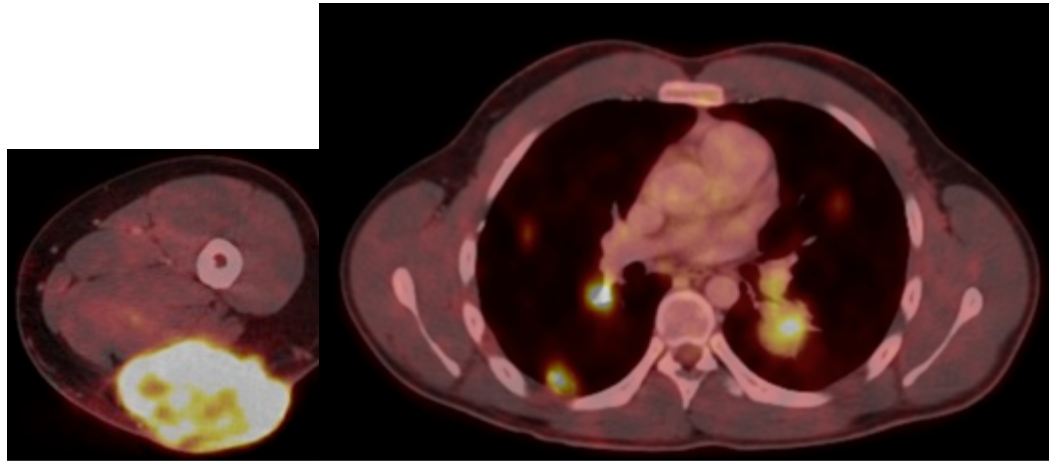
FDG WB-PET-CT eines pleomorphen Sarkoms bei einem 21-jährigen Patienten.
